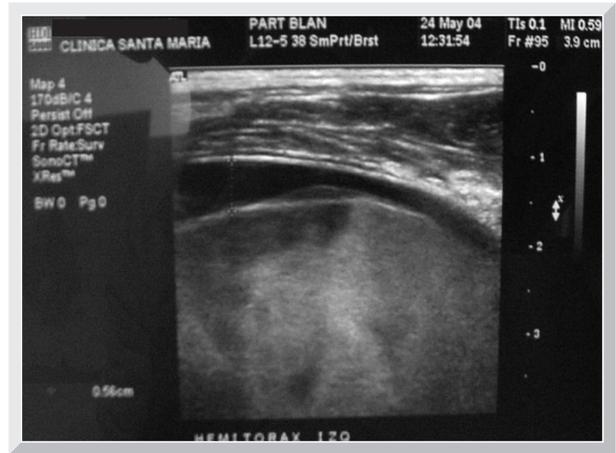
Ecografía de tórax que demuestra derrame pleural libre, consolidación del parénquima pulmonar con zonas de hipoflujo al doppler.
